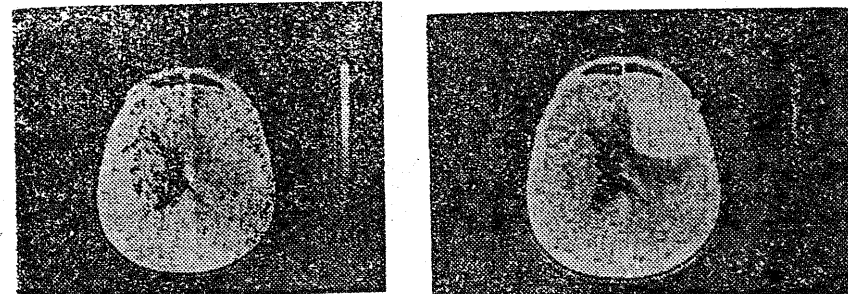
Secțiuni tomografice axiale efectuate prin sistemul ventricular: stînga — native; dreapta — cu substanță de contrast administrată intravenos. Bolnavul M.R., în vîrstă de 62 de ani, cu numeroase internări în spitale de psihiatrie, cu un sindrom psihic frontal. Secțiunile tomografice arată existența unei tumori iodocaptante gigante, situată frontal în dreapta, cu efect de masă asupra sistemului ventricular, care apare deplasat spre stînga. Zona transparentă din spațiile tumorii este echivalentă cu „edem peritumoral”. Diagnostic postoperator: meningiom frontal drept.
